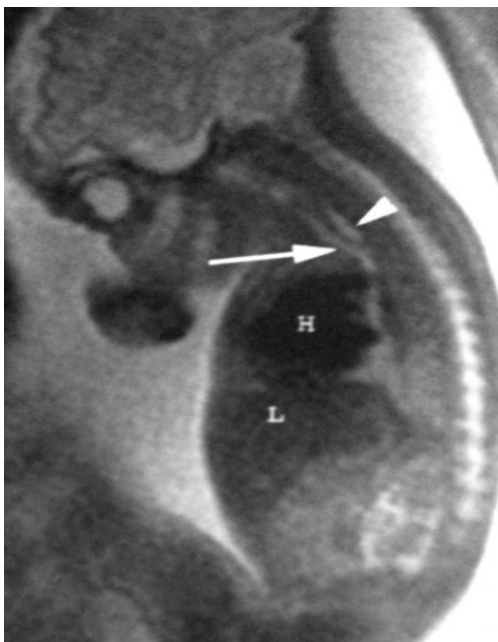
RM fetal com dilatação do esôfago proximal.
